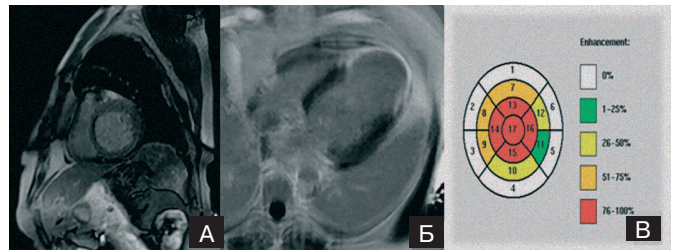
Томограма (MPV з внутрішньовенним болюсним контрастуванням) пацієнта К., 62 роки. Субендокардіальні зони ішемії (А) і відстрочене накопичення контрастної речовини в середньо-верхівкових відділах ЛШ (Б, В).
